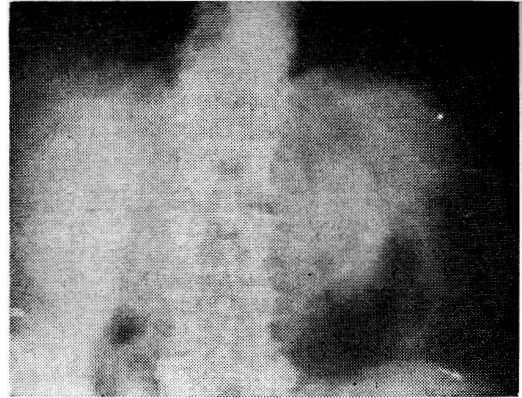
Radiografía simple de abdomen que muestra hipoplasia del riñón izquierdo (nefrectomía-curación).
